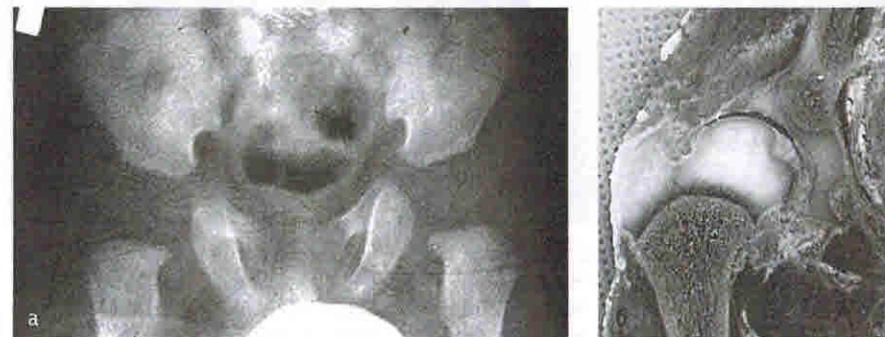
Обзорная рентгенограмма (а) и внешний вид (б) костей таза новорожденного
